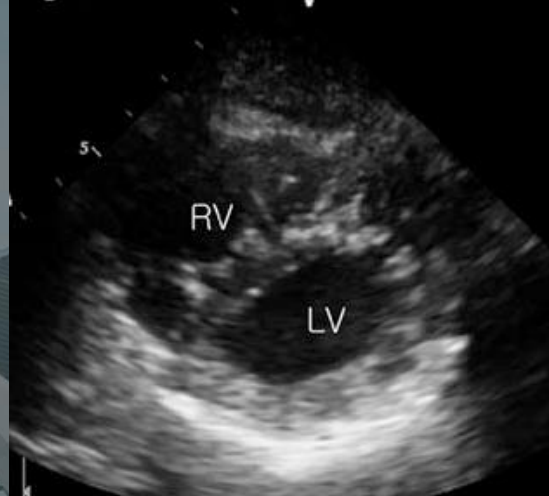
Eco, morfología VI en D, sospecha HTPu. TC, embolia grasa, terapia trombolítica mediante heparina y activador tisular del plasminógeno.
